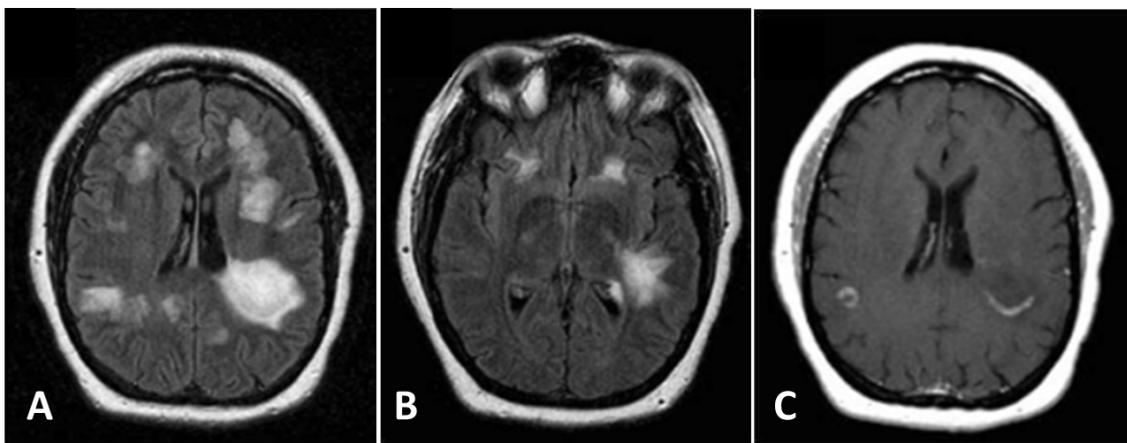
Lesões típicas de ADEM na ressonância magnética de crânio. A e B. T2- FLAIR demonstrando grandes lesões multifocais na substância branca e pequenas lesões subcorticais em ambos os hemisférios cerebrais. C. Lesões em T1-pós contraste demonstrando a impregnação pelo gadolínio, e lesão parietal esquerda com edema associado.
